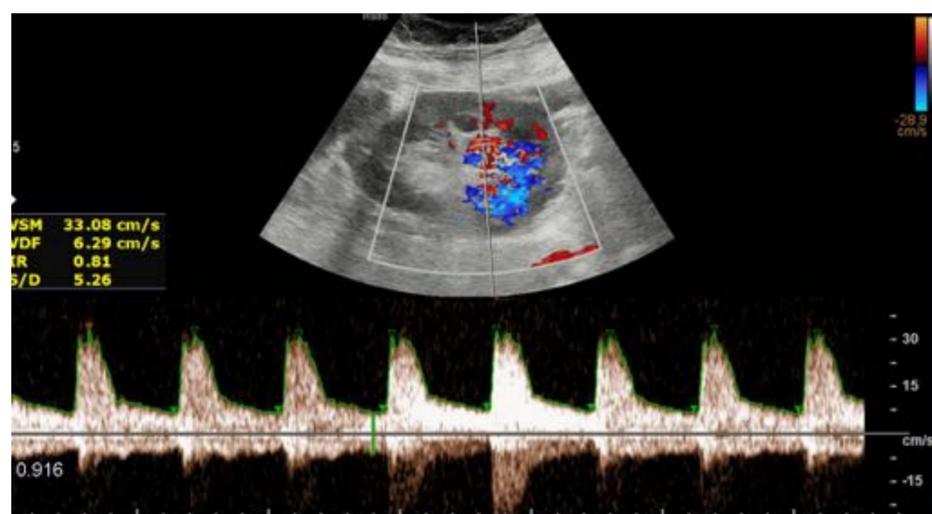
Estudio doppler con hallazgos dentro de la normalidad, con índice de resistencia en el límite alto, esperable en ecografía realizada en el primer control postrasplante.
